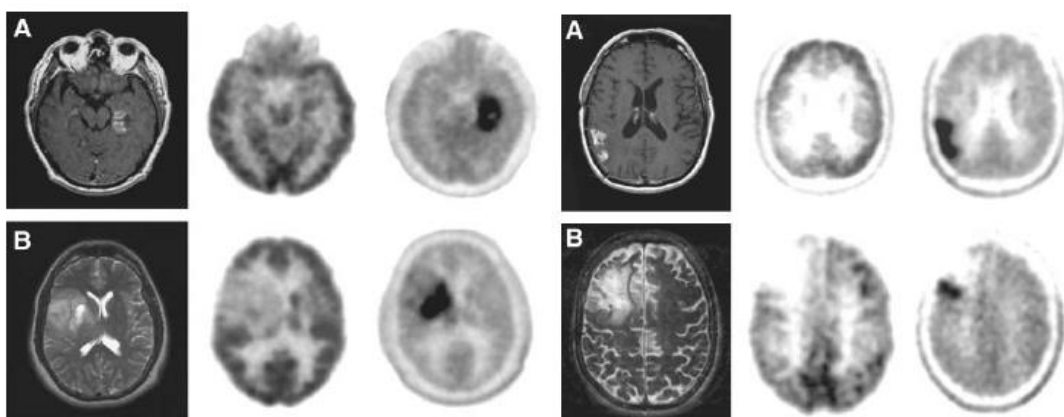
I.R.M. (gauche), TEP ^{18}F FDG (milieu) et TEP ^{18}F DOPA (droite) : 1ere série : Glioblastome (A), oligodendrogliome de grade II. 2^{ème} série : récurrence de glioblastome (A) et récurrence d'oligodendrogliome de grade II. (80)
